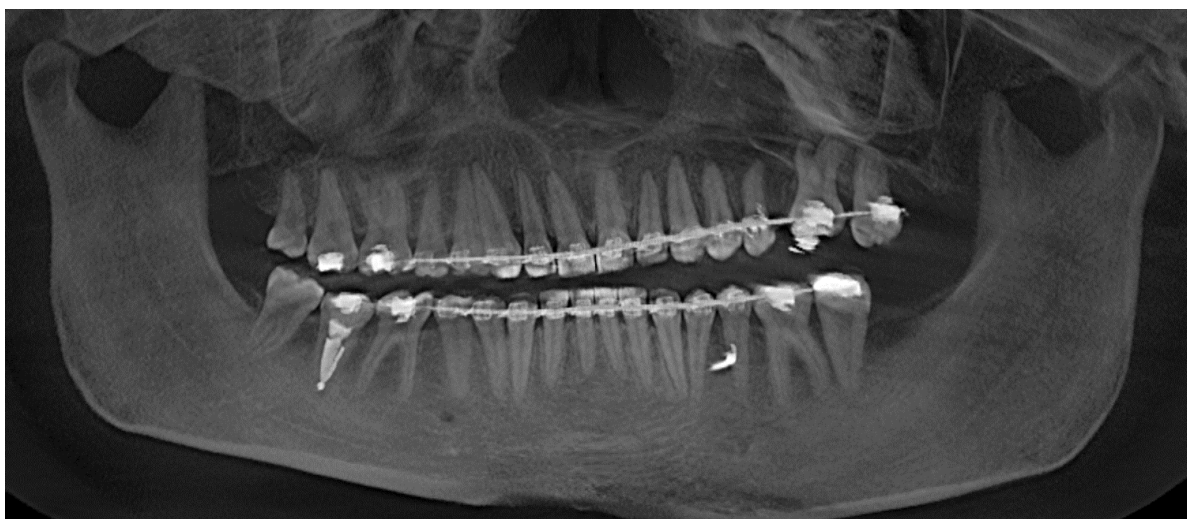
Компьютерная томограмма пациентки П., 24 г. на этапе лечения.
